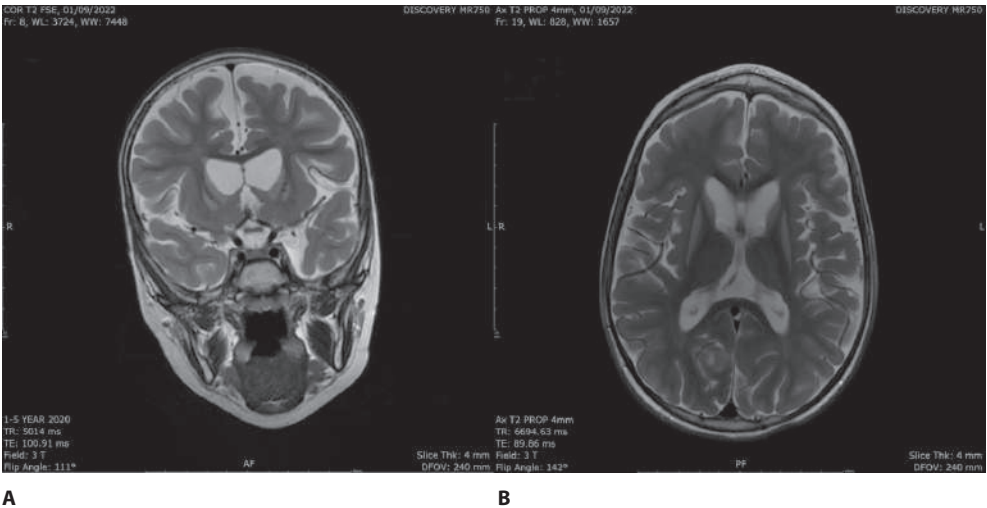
МРТ головного мозга: А – во фронтальной проекции, В – в аксиальной проекции
